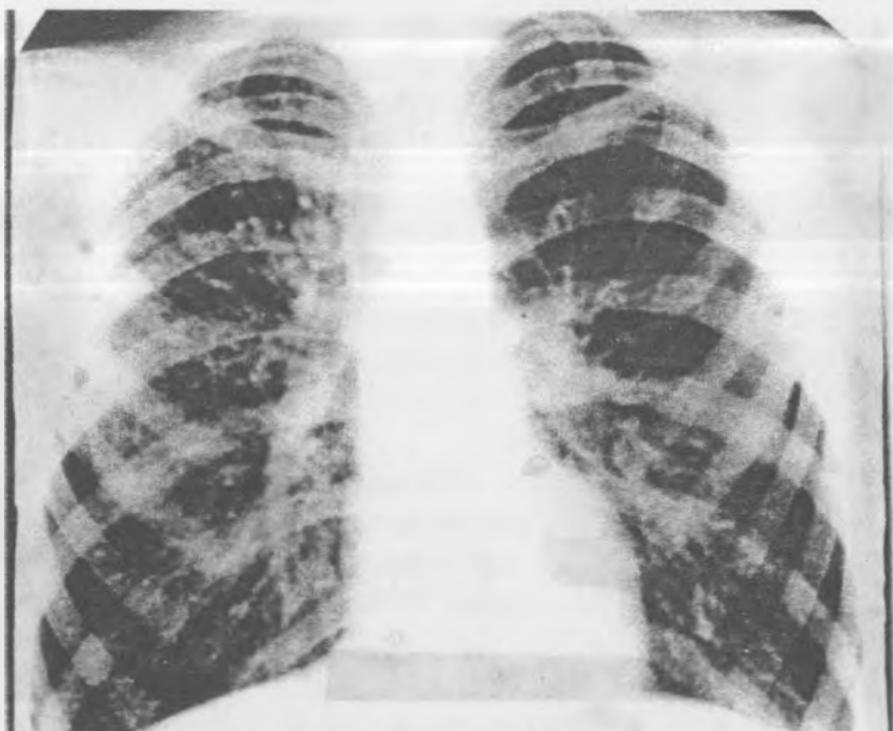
Рентгенологические изменения в легких при муковисцидозе: инфильтраты, расширение и смазанность корней
